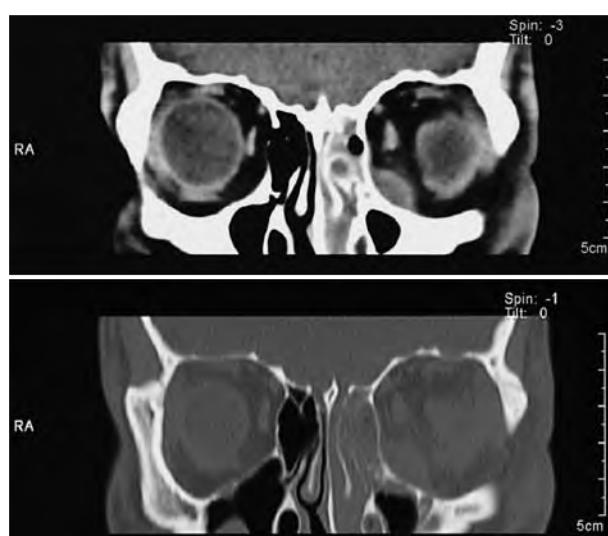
▲ CT bei subperiostalem Abszess der linken Orbita eines 21-jährigen Patienten, ausgehend von einer Sinusitis ethmoidalis. Bei beginnender Visusverschlechterung sofortige Operationsindikation und Entlastung von endonasal
